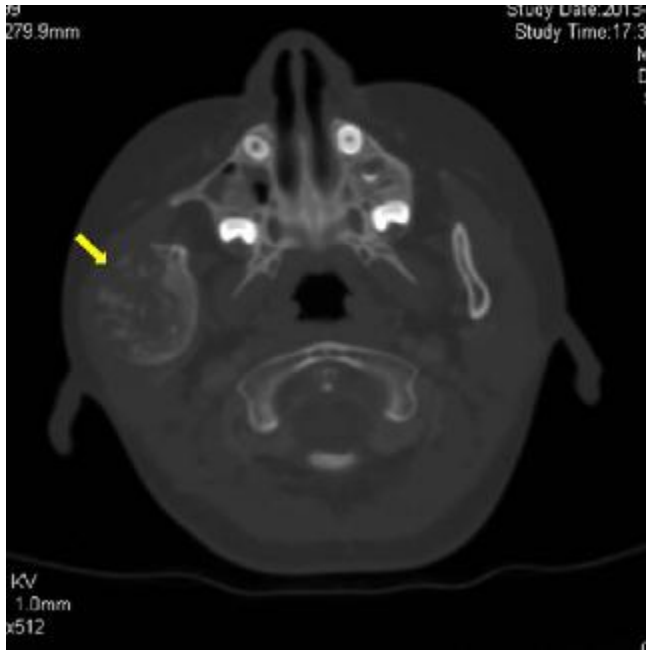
Axial CT showing a large, hypodense, well-circumscribed lesion in the right condyle.
